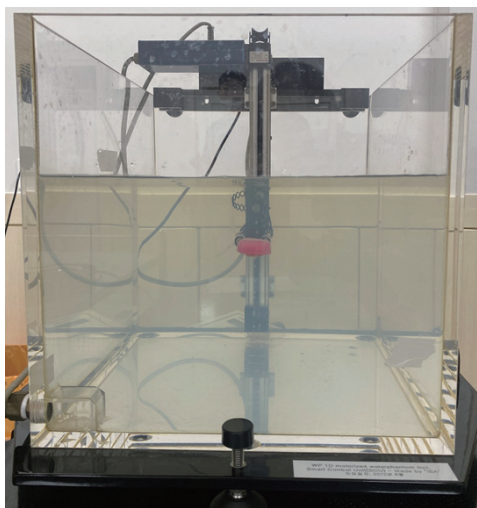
CT scan for material properties measurement in water phantom
